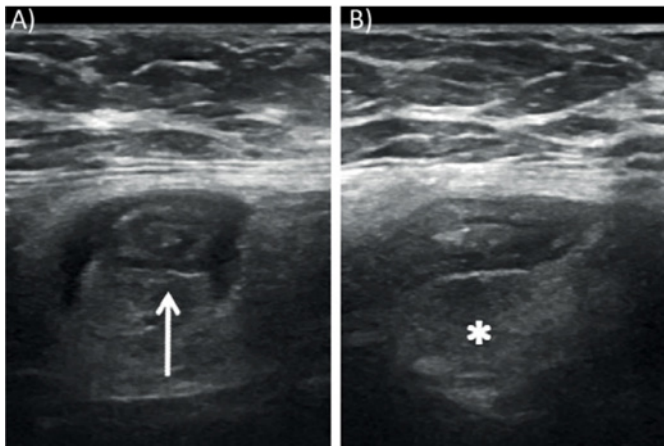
Ecografía en escala de grises. Vistas axial (A) y sagital del apéndice dentro de un saco de hernia inguinal (B)⁹.
